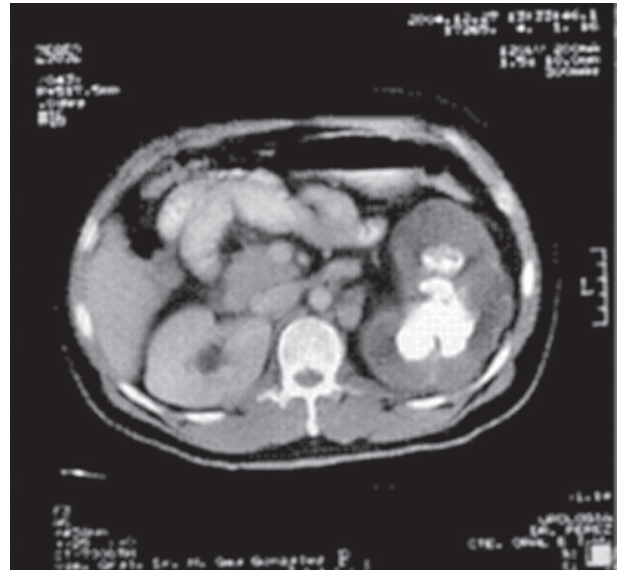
Tomografía axial computada. Se evidencia litiasis coraliforme izquierda.
